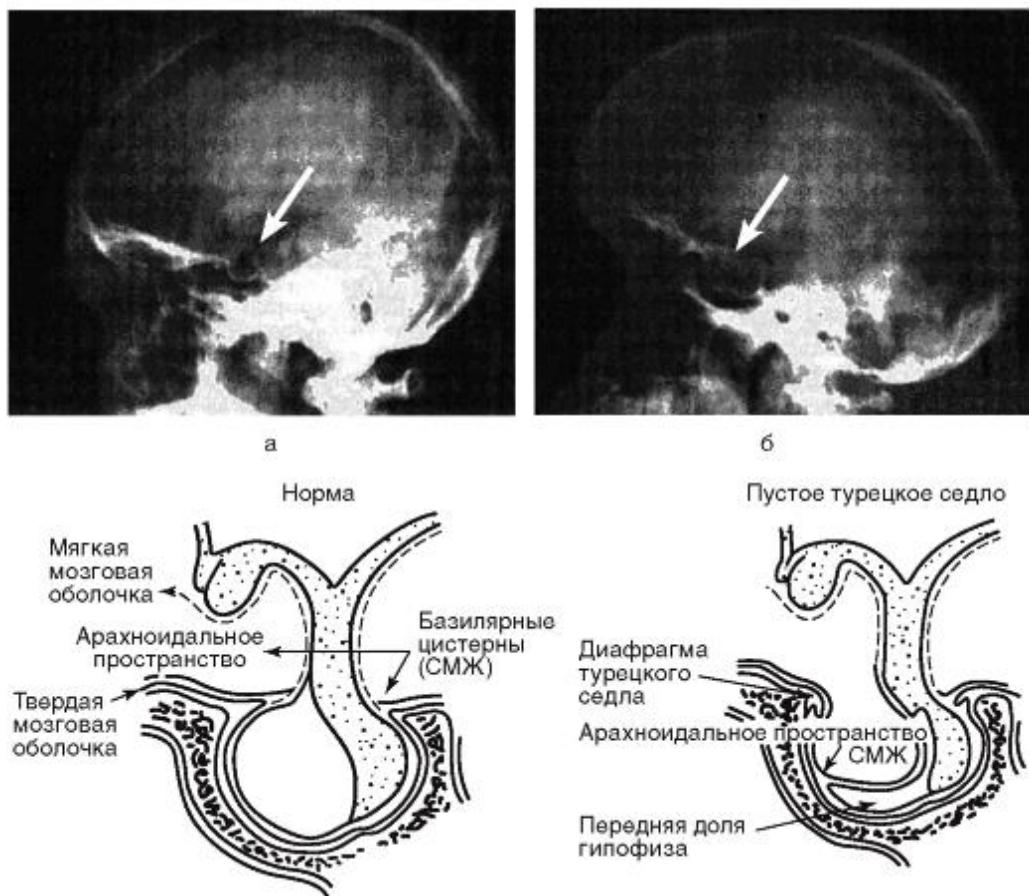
Рентгенограмма «пустого турецкого седла»: а - норма; б - опухоль гипофиза. В норме спинномозговая жидкость не попадает в область турецкого седла, при патологических состояниях гипофиза это может случиться. Спинномозговая жидкость и ткань гипофиза имеют разные физические характеристики, следовательно, по-разному визуализируются при рентгенологическом исследовании (плотная ткань гипофиза - более светлая, жидкость - более темная); заполнение турецкого седла жидкостью при уменьшенных размерах ткани гипофиза создает иллюзию пустоты этой области.
